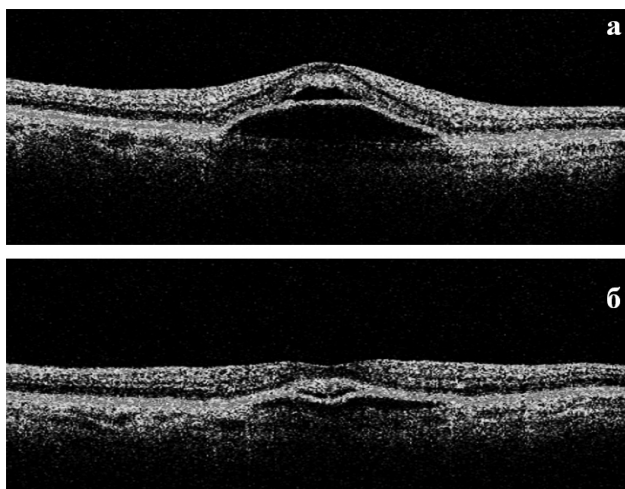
Оптическая когерентная томограмма пациента с транссудативной отслойкой ПЭС до интравитреального введения триамцинолона ацетонида (а). Уменьшение высоты и протяженности отслойки ПЭС через 18 мес. после однократной инъекции (б).
